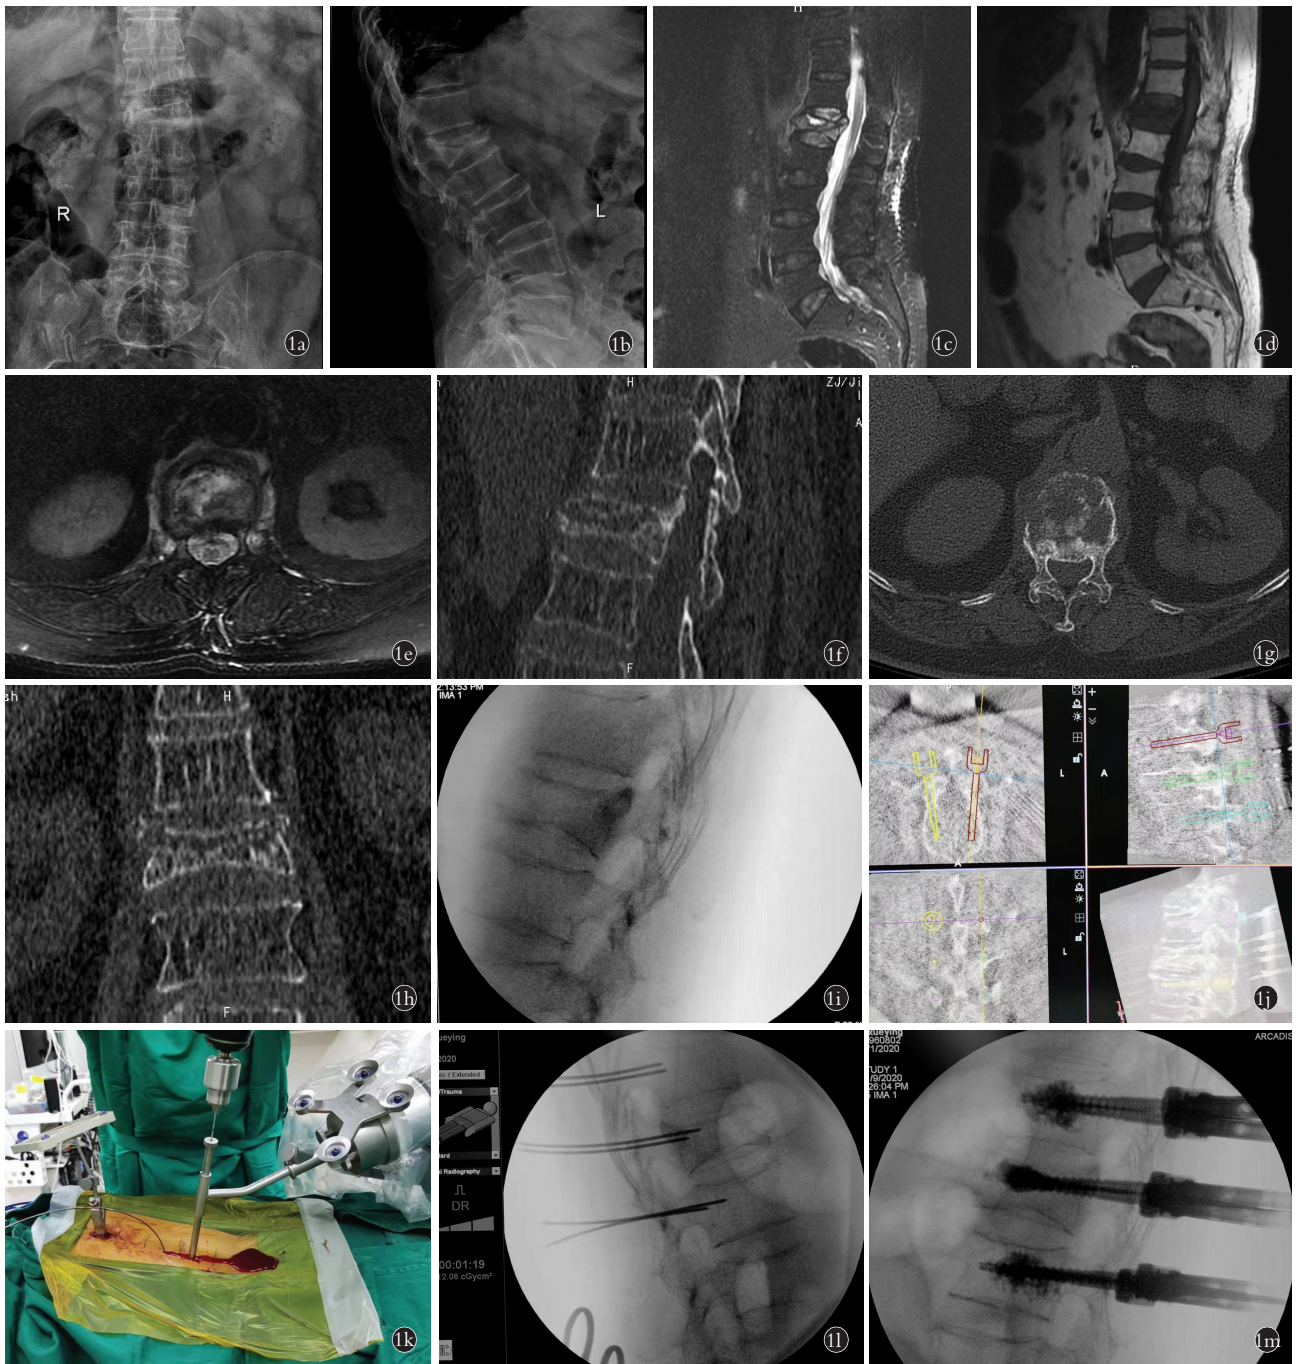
患者,女,73岁, L_1 椎体 Kümmell 病Ⅲ期,采用机器人辅助下经皮短节段骨水泥强化椎弓根螺钉固定术 1a,1b. 术前腰椎正侧位 X 线片示 L_1 椎体塌陷,后凸畸形 1c,1d. 术前 MRI 示 L_1 椎体塌陷,椎体内“裂隙征”形成,椎体后壁破裂,硬膜囊受压 1e,1f,1g,1h. 术前 CT 二维重建示 L_1 椎体骨质疏松性骨折,椎体内骨质吸收,椎体前后壁破裂,椎管后壁部分突入椎管内 1i. 术中 O 臂机透视侧位片示体位复位加手法复位后病椎椎体前缘高度明显恢复,后凸畸形纠正 1j. 术中 O 臂机扫描后机器人规划螺钉规格 1k. 术中机器人机械臂实时导航后置入导丝 1l. 术中 O 臂机透视侧位片示导丝位置良好 1m. 术中 O 臂机透视侧位片示椎弓根螺钉位置良好,骨水泥填充满意
